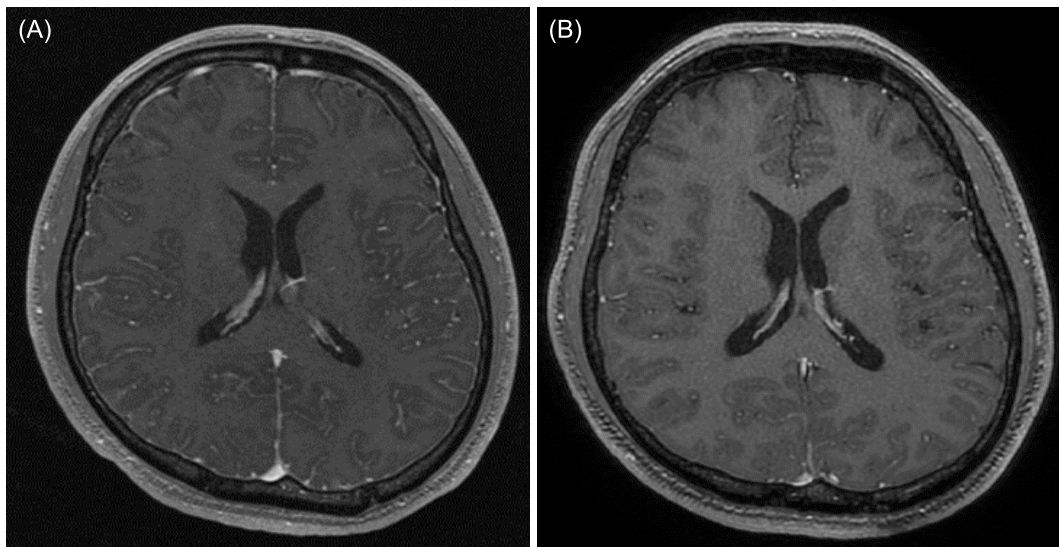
Contrast-enhanced MRI findings of the head. (A) Before lorlatinib administration, lesions with contrast effect along the cerebral sulcus were seen. (B) Contrast-enhanced MRI findings of the head after introduction of brigatinib. The contrast effect disappeared. MRI: magnetic resonance imaging.
